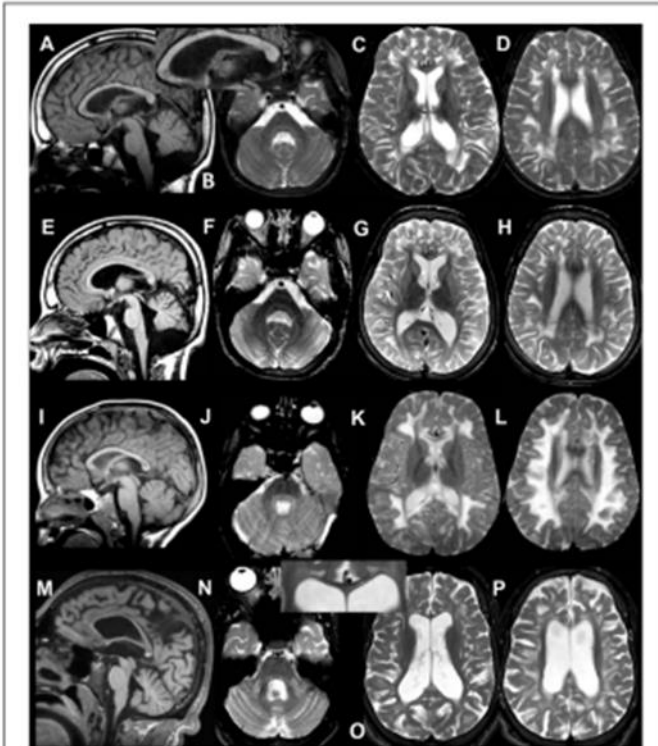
MRI of patient 1.1 at 9 years (A–D) and 12 years (E–H).
